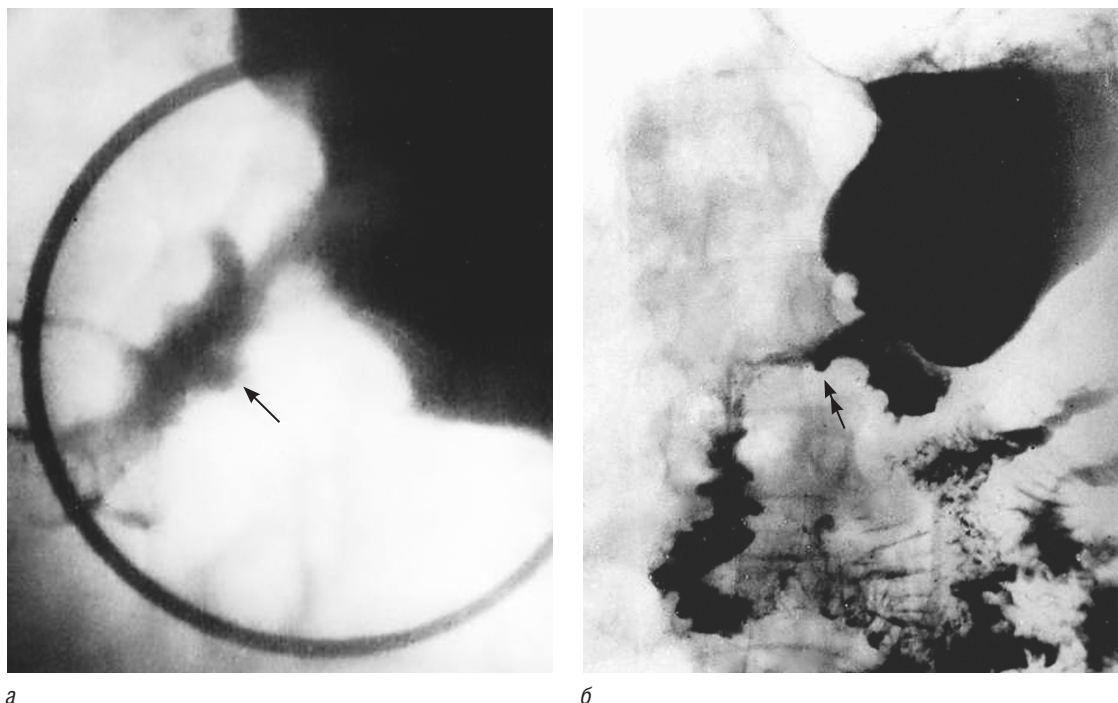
Пациент О., 56 лет. Пептическая язва анастомоза, развившаяся в результате синдрома Золлингера–Эллисона и оставленного антрального отдела желудка: *а* — прицельная рентгенограмма области анастомоза, выполненная через 6 лет после резекции желудка по Бильрот-II в связи с кровоточащей язвой двенадцатиперстной кишки (видна язва в отводящей петле диаметром 1,0 см в 4 см от анастомоза (одинарная стрелка); дистальнее язвы сужение просвета кишки до 1,5 см на протяжении 0,8 см); *б* — обзорная рентгенограмма желудка через 6 лет после предыдущей операции (видна язвенная ниша 1,0 см в диаметре (двойная стрелка) на фоне выраженной рубцово-язвенной деформации)
